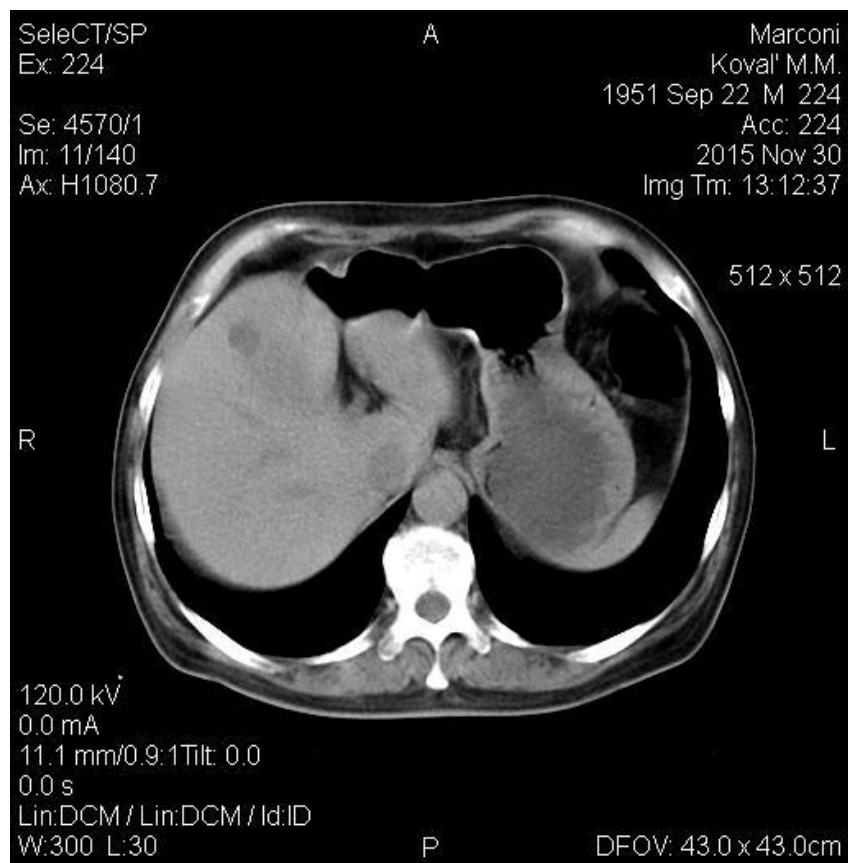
КТ–ознаки поодиноких простих кісти печінки (пацієнт К., 64 р.).
